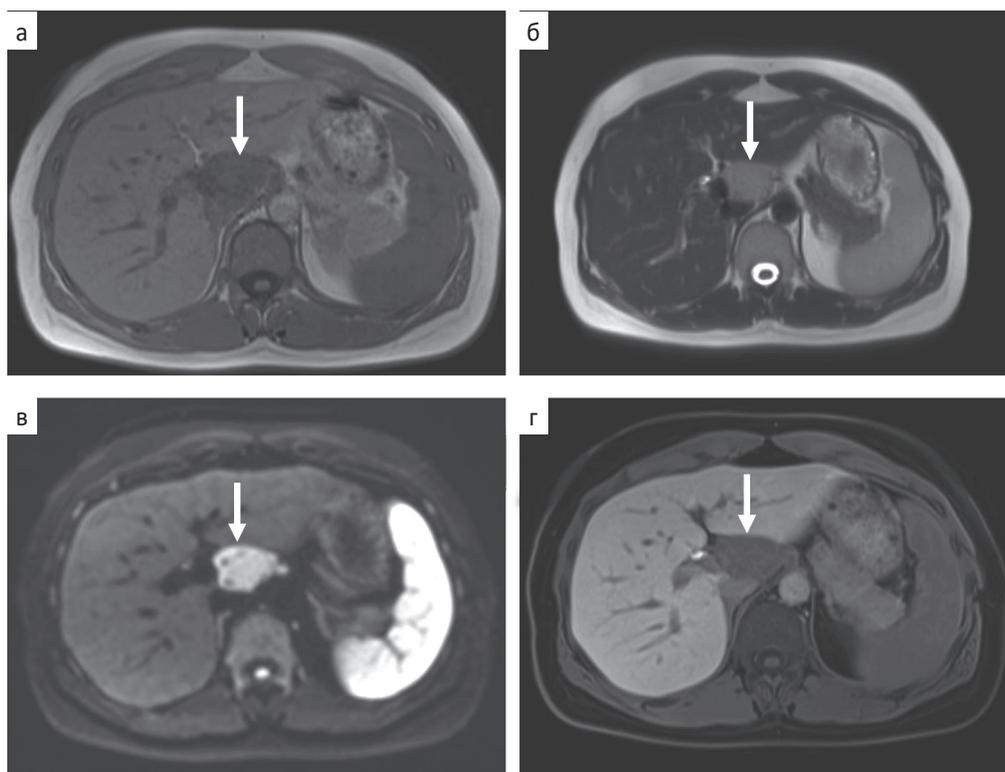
На аксиальных МРТ-срезах в T<sub>1</sub>-ВИ (а), T<sub>2</sub>-ВИ (б), ДВИ (в) и в гепатобилиарную фазу (г) определяется объемное образование, с четкими контурами (стрелки), по сигнальным характеристикам идентичное ткани селезенки
